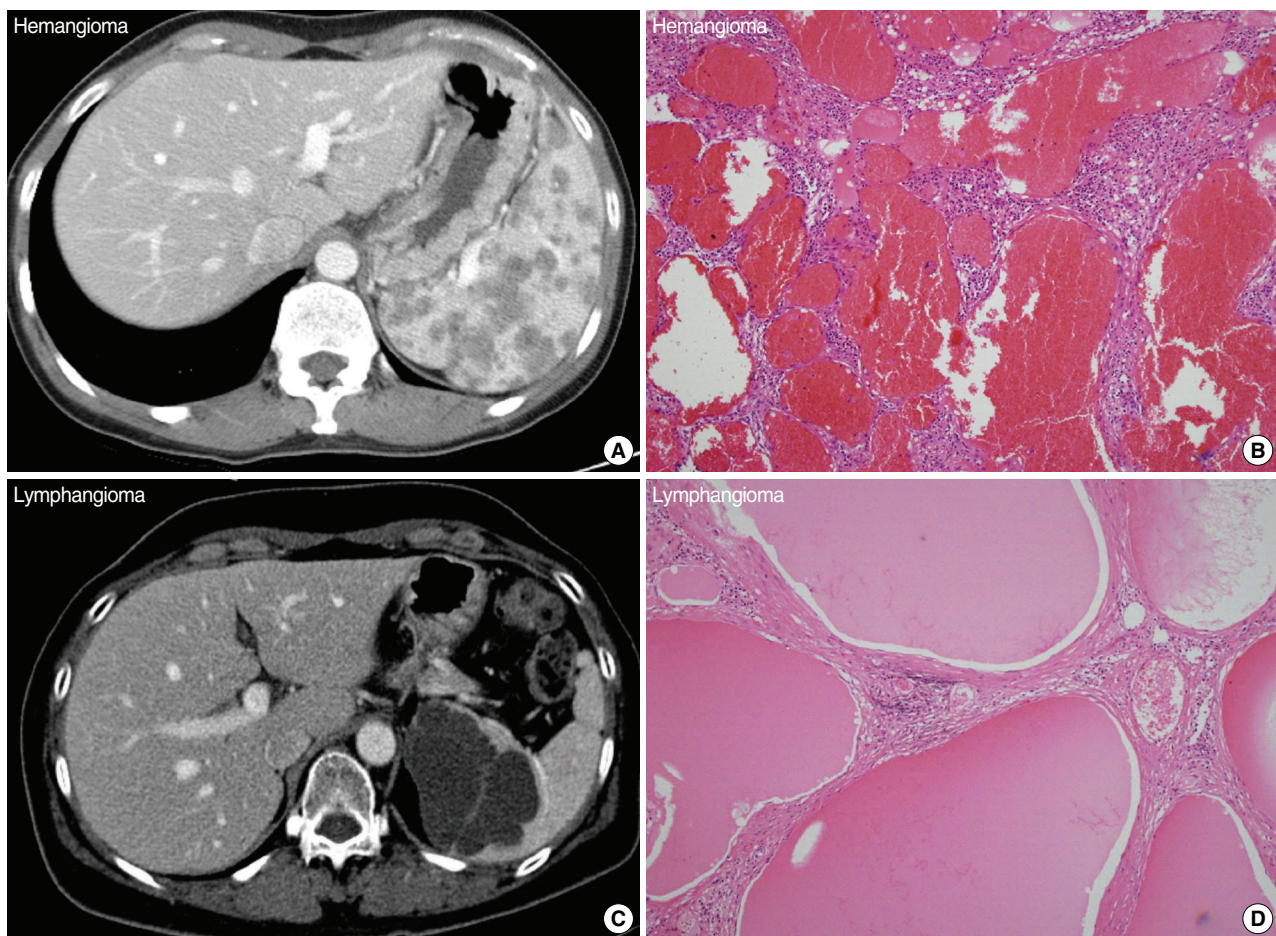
Hemangioma and lymphangioma. (A) Multiple low attenuating masses are observed on contrast enhanced computed tomography (CT). (B) Cavernous vascular spaces are lined with a bland endothelial monolayer and filled with blood. (C) A multicystic low attenuating mass is identified by contrast enhanced CT. (D) Dilated thin-walled vascular channels are filled with eosinophilic material.
